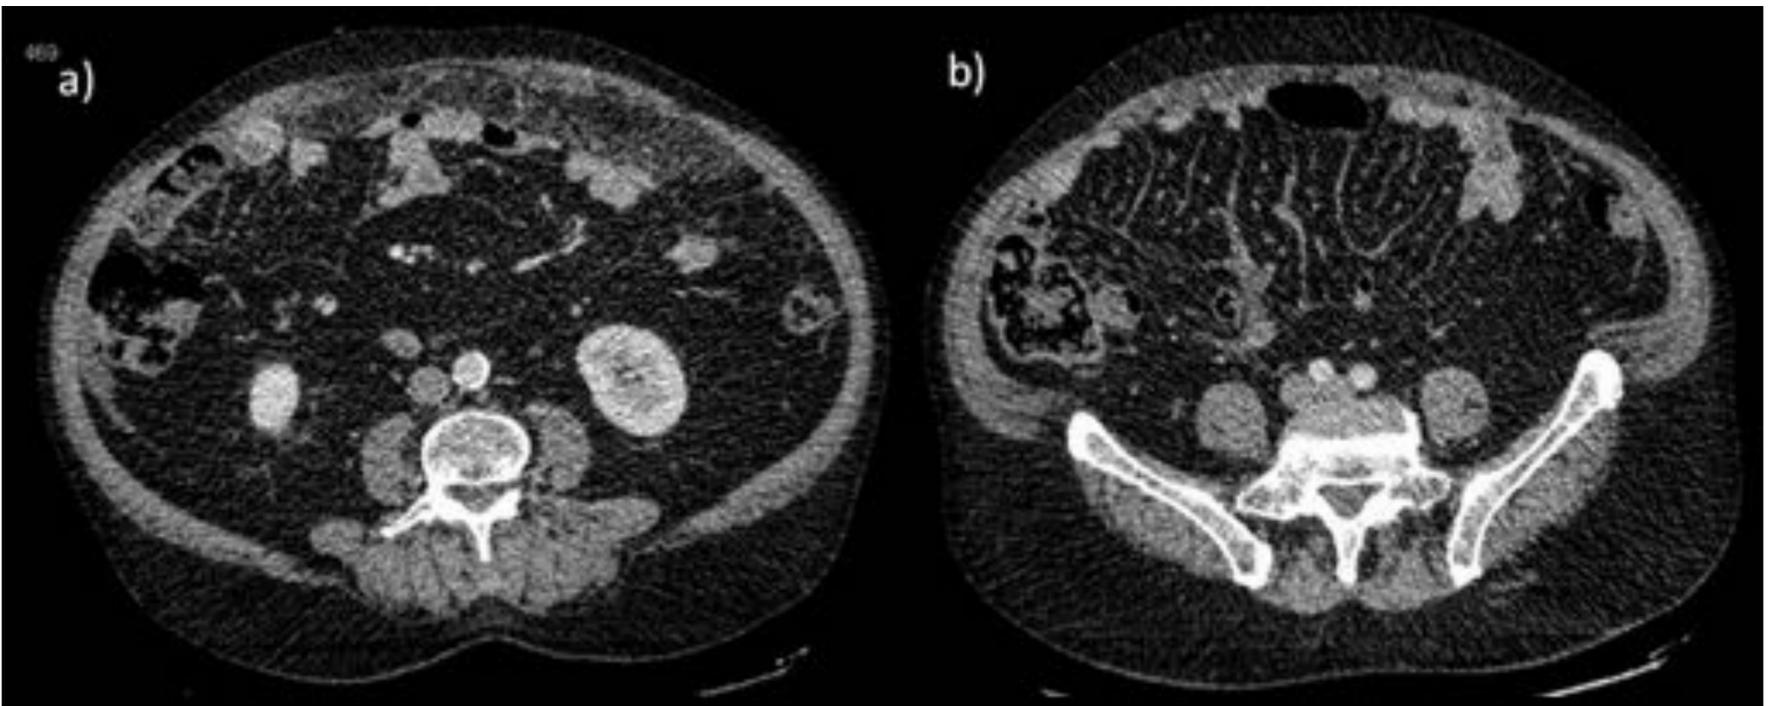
Carcinomatosis peritoneal en paciente con antecedentes de neoplasia prostática. Cortes axiales de TC abdomino-pelvíco con contraste intravenoso en fase portal. a) Se observa estratificación del omento mayor en relación con "omental cake". b) Se aprecian múltiples masas de realce medio en omento mayor así como mesenterio en "cielo estrellado" por infiltración difusa.
